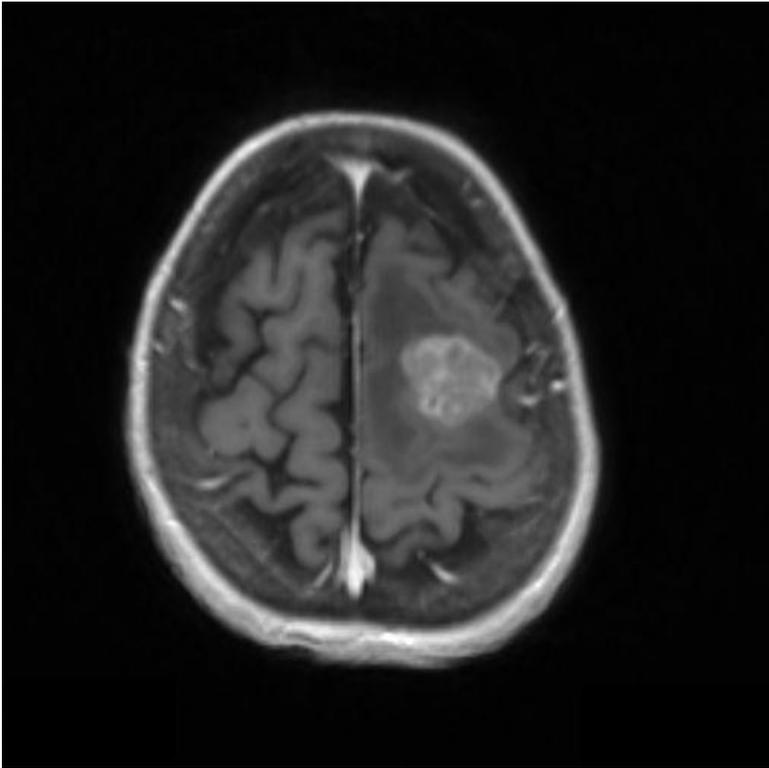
MC préfrontale gauche dont le volume contre-indiquait une radiochirurgie (IRM en coupe axiale T1 avec injection de gadolinium)
